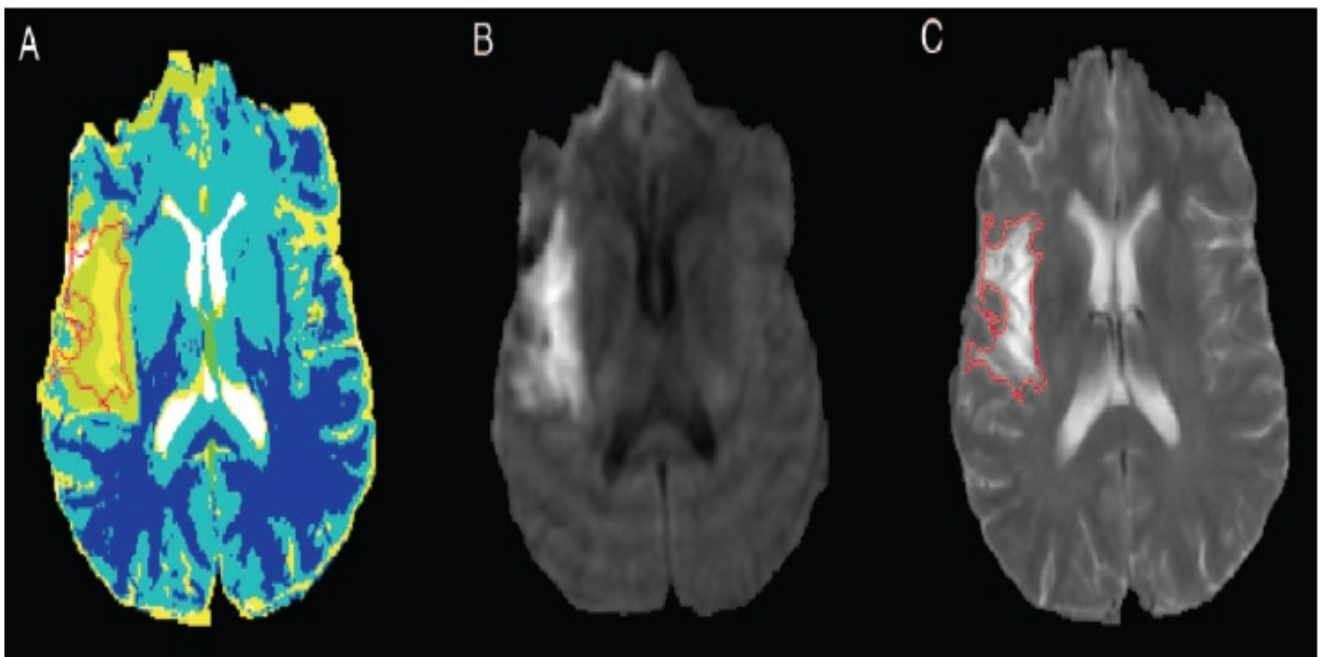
Calculation of tissue recovery based on acute phase ISODATA image and outcome-phase T2-weighted image.
